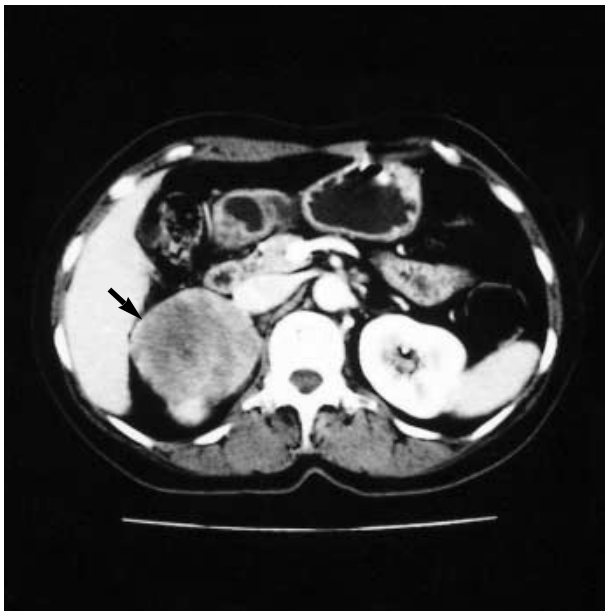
Computerized tomography of the abdomen reveals a well-defined heterogeneous mass with contrast enhancement in the right adrenal gland (arrow). A small pancreatic cystic nodule is also noted at the body.
